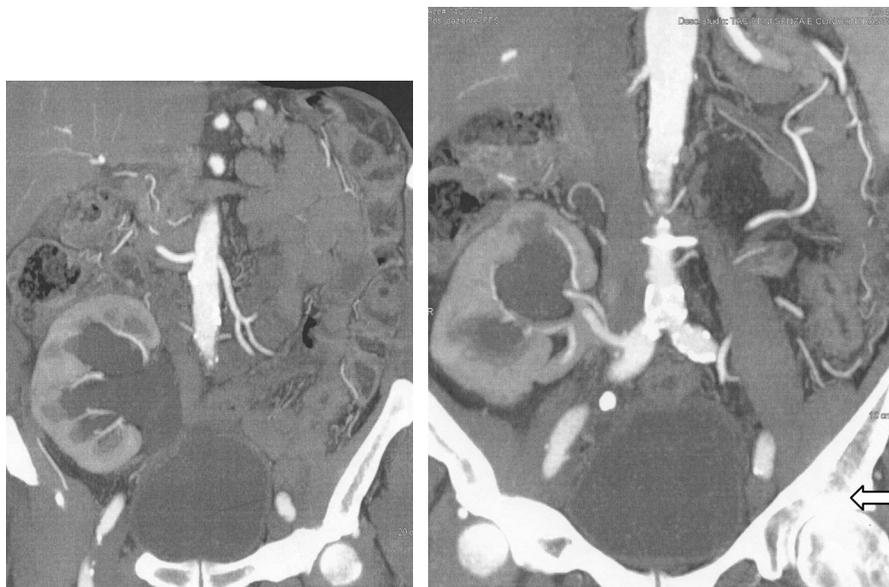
TAC con MdC, con ricostruzioni MIP coronali. a. L'esame conferma la dilatazione delle vie escrettrici del rene trapiantato. b. Calcolo alla confluenza dei vasi iliaci (freccia).
